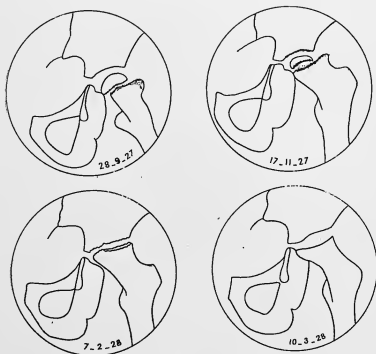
Radiographie de la hanche.
